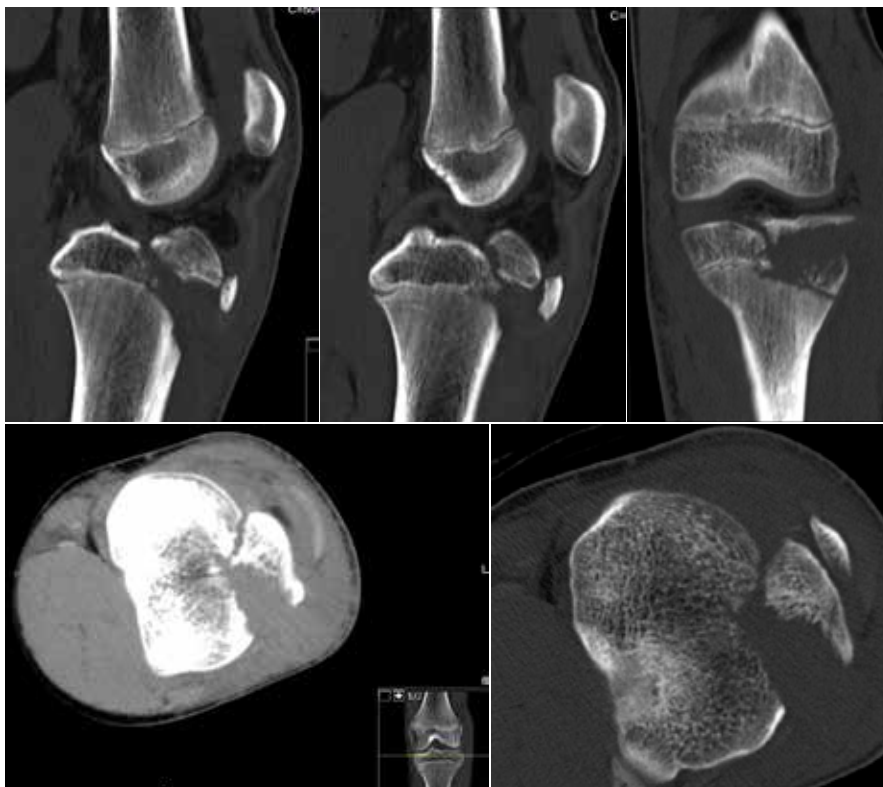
Imagens de TAC que revelou uma extensa fratura avulsão metáfiso-epifisária proximal e anterior da tíbia, acometendo a inserção distal do tendão rotuliano e com componente articular, podendo corresponder a uma fratura-avulsão tipo III em uma doença de Osgood-Schlatter. Sinais de hemartrose de pequeno volume.
